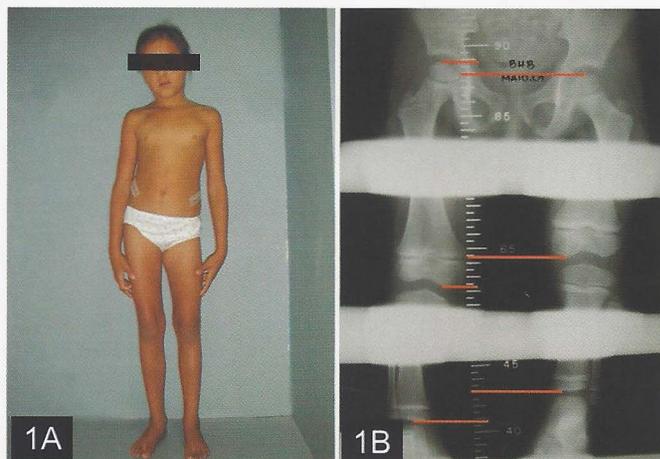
a) Paciente 11 anos de idade com genuvalgo bilateral; 2b) Radiografias dos joelhos onde se nota a deformidade com a presença de fises abertas
